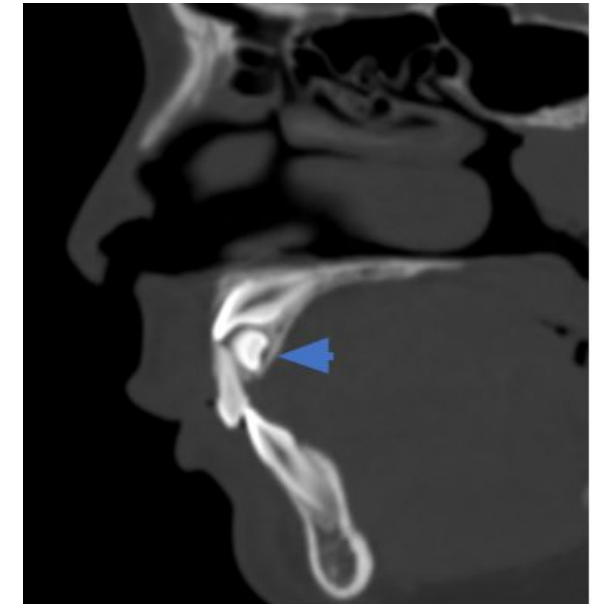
Diente supernumerario. Imagen de TC sagital en la que se observa un mesiodens (flecha azul) situado en posición transversal, craneal y posterior con respecto al incisivo central de leche izquierdo. Su ubicación impide la erupción correcta del incisivo central definitivo izquierdo.
